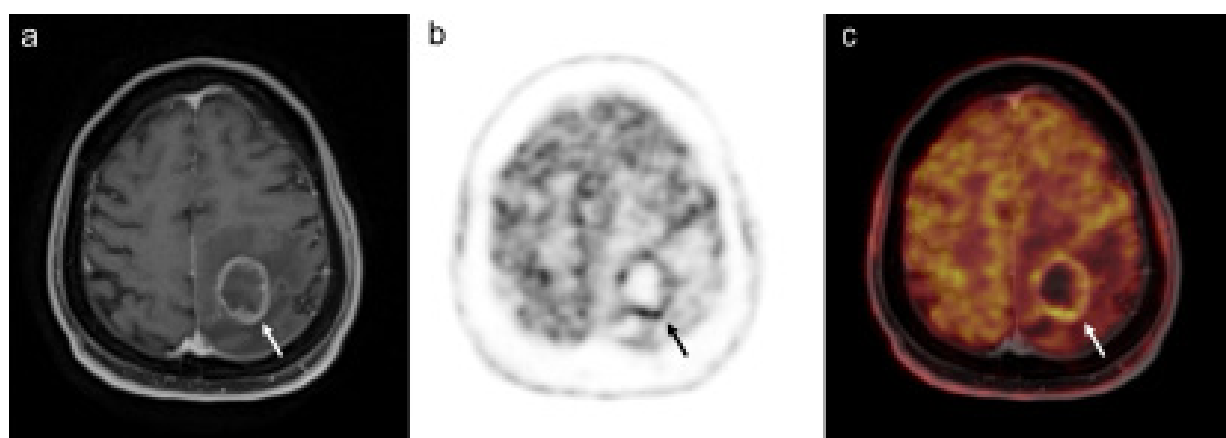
Images of a 62-year-old man with lung cancer who was sent for initial staging: (A) Axial T1-weighted image with gadolinium enhancement shows a 3-cm ring-enhancing lesion in the left frontoparietal region. (B) and (C) Attenuation-corrected axial ^{18}F -FDG PET image and fused axial ^{18}F -FDG PET image of the same plane with increased ^{18}F -FDG uptake at the periphery of the lesion and low central ^{18}F -FDG uptake, resulting in a low TBRmean value.
